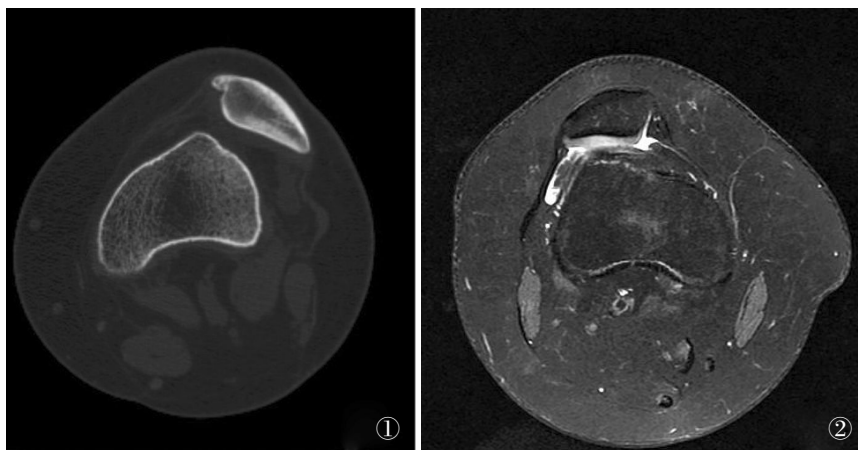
患者, 女, 16 岁, CT 示左膝髌骨脱位
